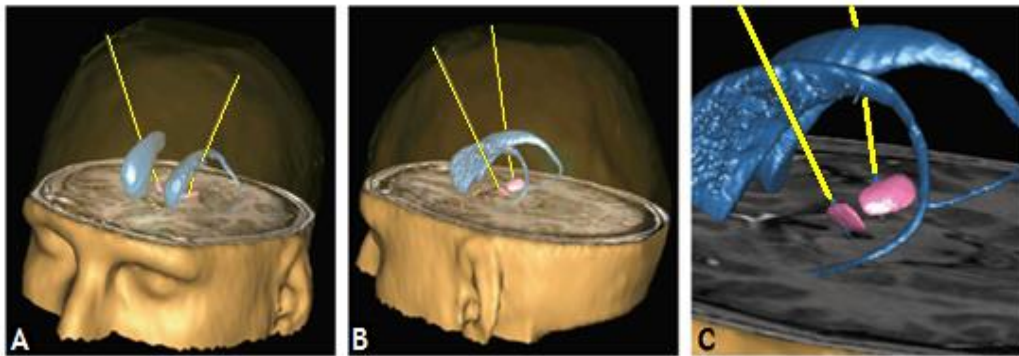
Vista tridimensional a partir da aquisição de imagens de RM pós-operatórias num paciente com implantação bilateral de eléctodos no STN para tratamento da DP avançada. A: Vista anterior oblíqua. B: Vista posterior oblíqua. C: *Zoom* mostrando os eléctodos localizados dentro dos STN. Núcleo caudado (azul); núcleo subtalâmico (rosa); eléctodos (amarelo). Adaptada de (16).
